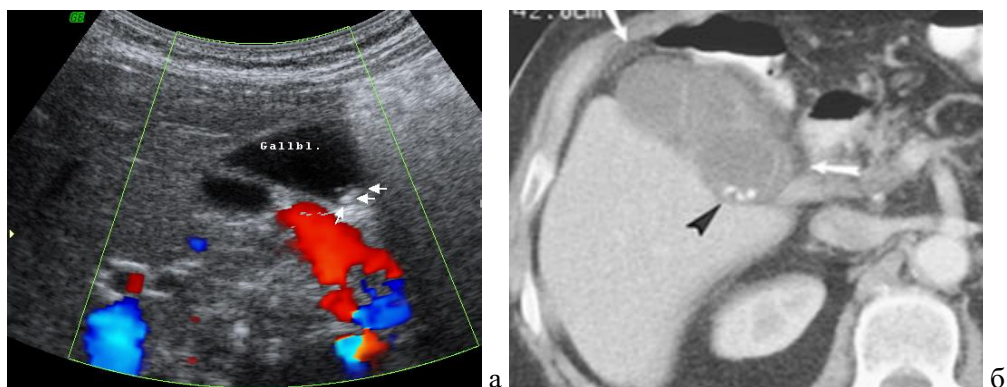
Эхокартина и КТ-картина ЖКБ с БК. Больная М. 5 лет. ИБ: №1523
